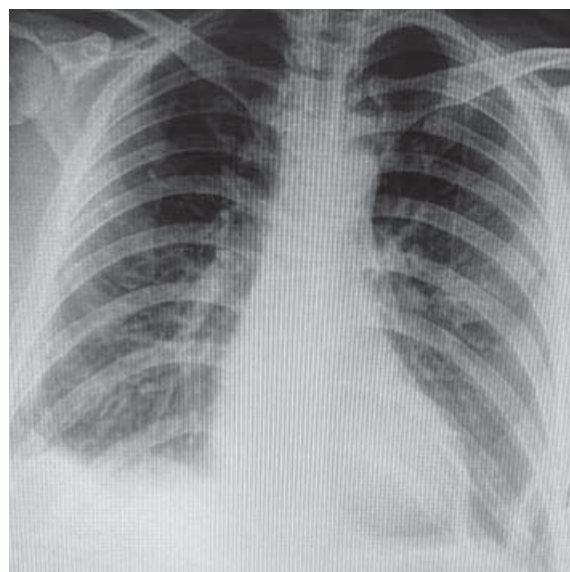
Рентгенографія ОГП від 13.09.21
